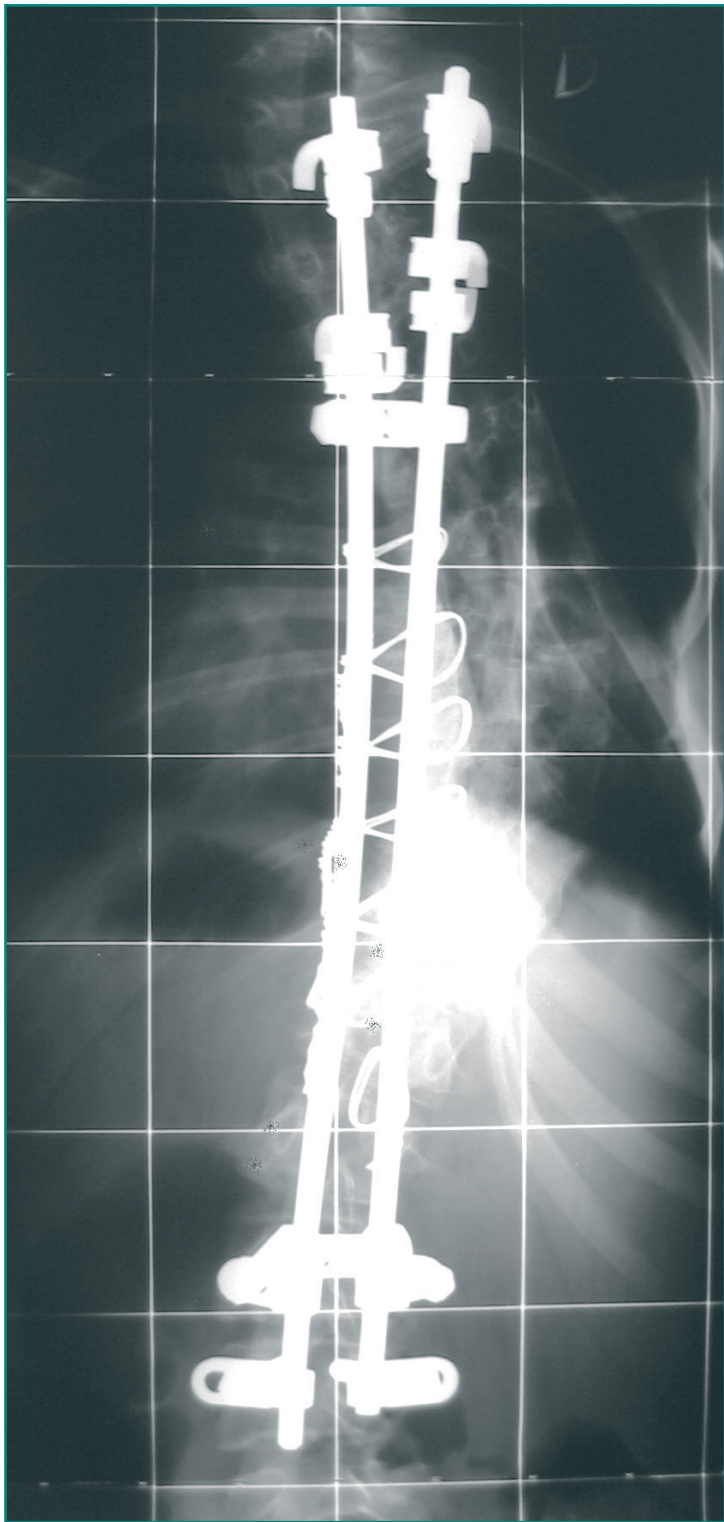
Telerradiografía anteroposterior de columna que muestra el control posoperatorio de una escoliosis estabilizada quirúrgicamente con una artrodesis (barras, alambres y tornillos).
